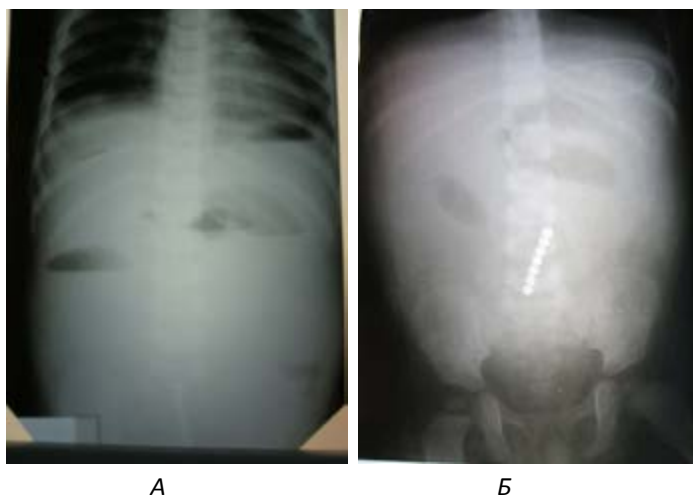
Оглядова рентгенографів черевної порожнини: А – оглядова рентгенографія з візуалізацією рівнів у кишечнику та вільне повітря під куполами діафрагми; Б – візуалізовано залізні шарики, положення вертикальне, та рівні рідини в кишечнику
